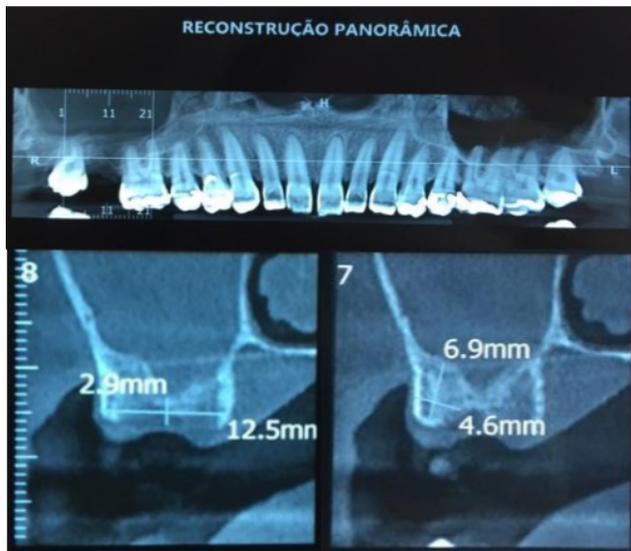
Tomografia Computadorizada de feixe cônico inicial. Observa-se o velamento do seio maxilar e diâmetro da comunicação buco-sinusal.
